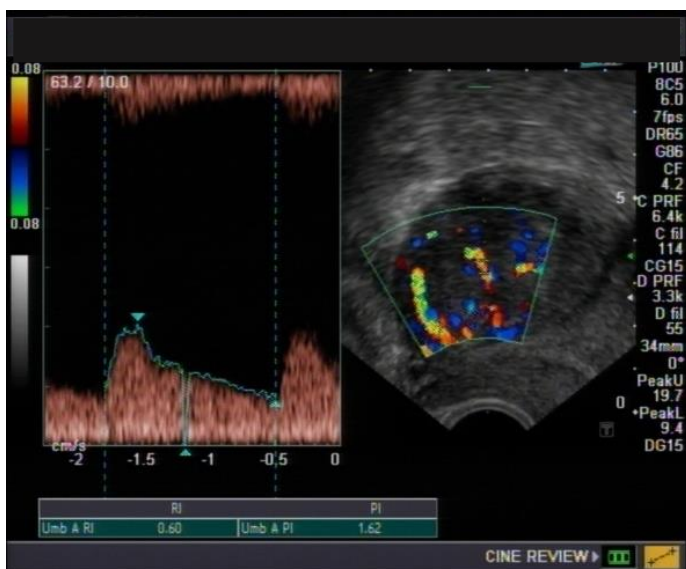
Präoperative Dopplersonographie des zellreichen Leiomyoms aus Abb. 84: der peripher gemessene RI betrug 0,60
